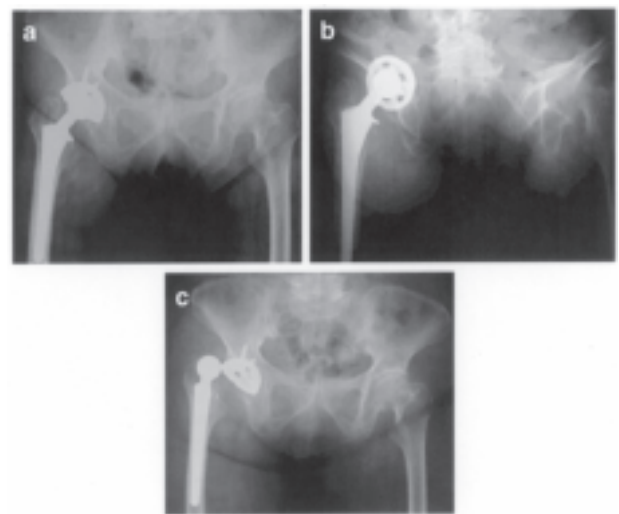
76歳 女性、右変形性股関節症に対しTHA (a) 術後臥位X線では臼蓋コンポーネントの設置角度に問題はない。(b) 立位のX線では骨盤が後傾することで臼蓋コンポーネントの前開きが高度となる。(c) 立位で腰をそらす動作で股関節がさらに伸展し、結果として骨頭が前方に脱臼した。
